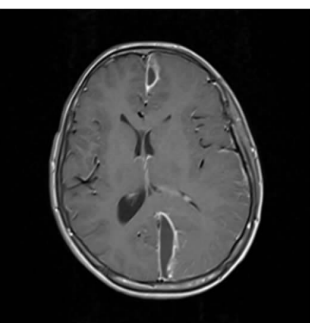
硬膜外脓肿的 MRI 表现 (来源:Case courtesy of Dr Antonio Rodrigues de Aguiar Neto, Radiopaedia.org, rID:70917)
